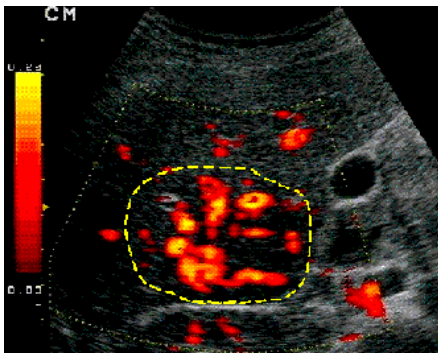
Iperplasia nodulare focale. Power Doppler con mezzo di contrasto (Levovist). Flussi vascolari intralesionali con irradiazione centrifuga a raggiera.
